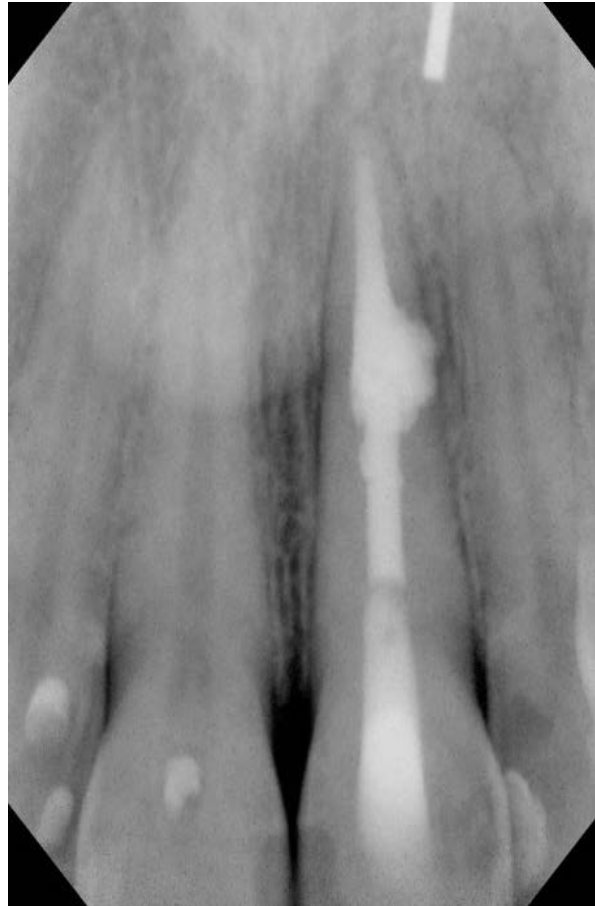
(rechts): Röntgenkontrollaufnahme nach erfolgreichem Back Pack mittels erwärmter Guttpercha (*Obtura-System*) und definitivem Verschluss mittels adhäsiver Füllung (Komposit) am 22.03.2005.
